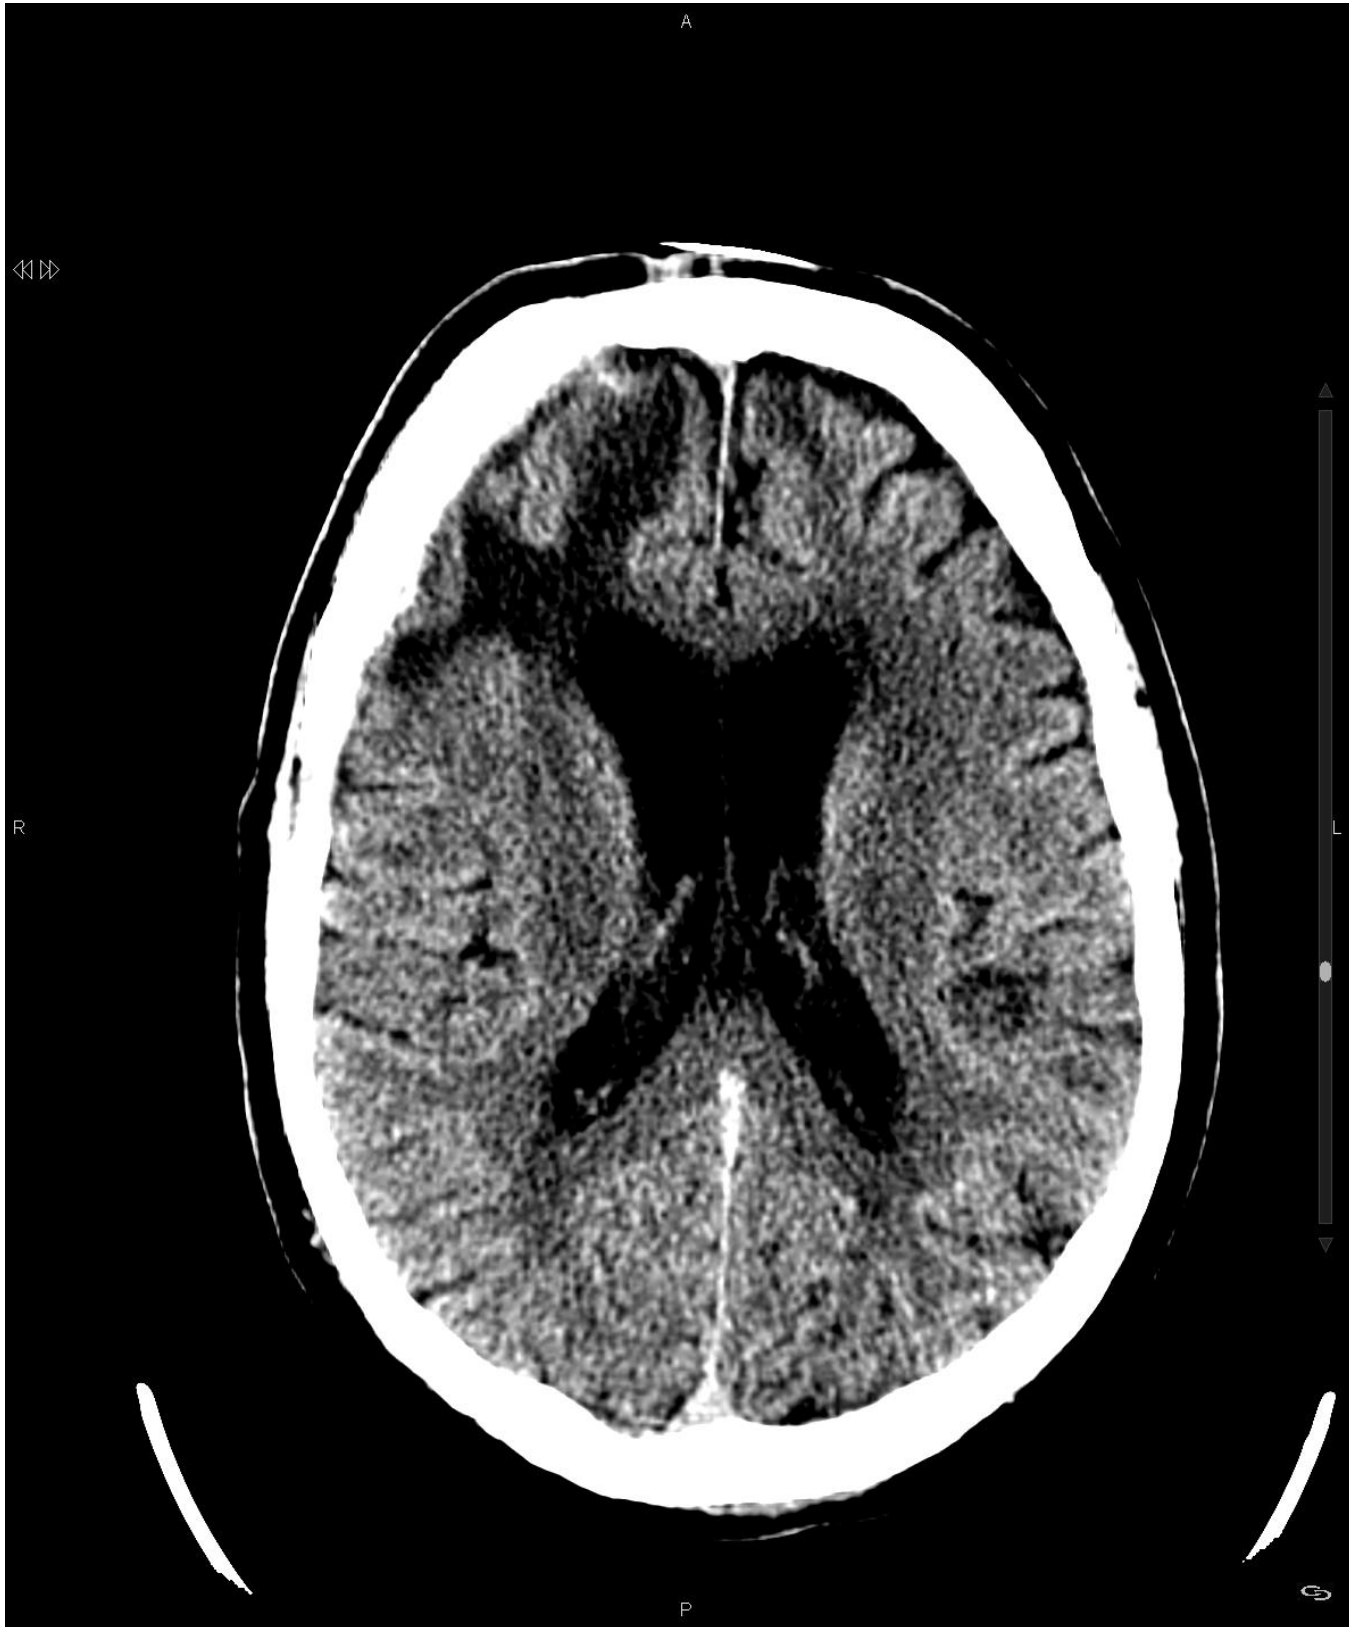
Hipodensidad frontal derecha subcortical, que condiciona tracción del asta frontal del ventriculo lateral derecho y sugiere hallazgo residual a hematoma intraparenquimatoso previo, todo ello en estudio TC basal, sin administración de contraste.
